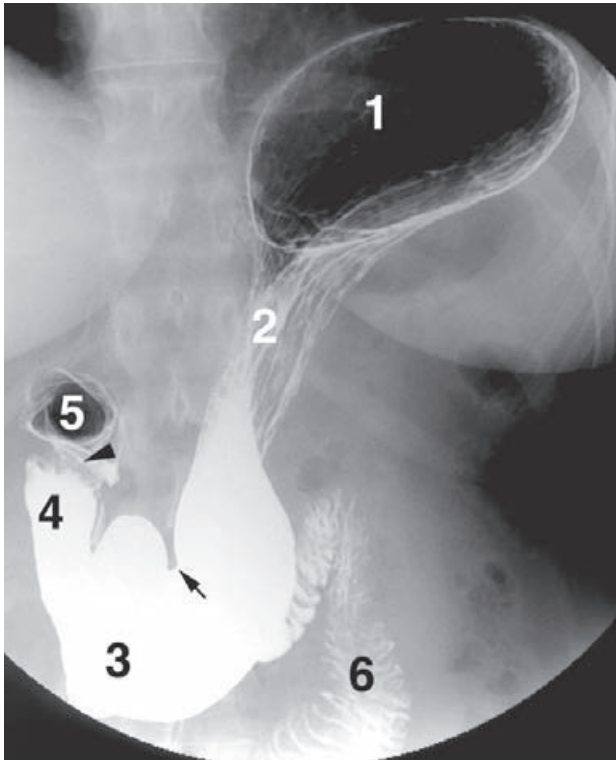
Radiografía del estómago con papilla de bario. 1) Cámara de gases. 2) Pliegues gástricos. 3) Antro pilórico. 4) Canal pilórico. 5) Primera porción del duodeno (bulbo duodenal). 6) Asas intestinales. Incisura angular (flecha). Píloro (cabeza de flecha).
